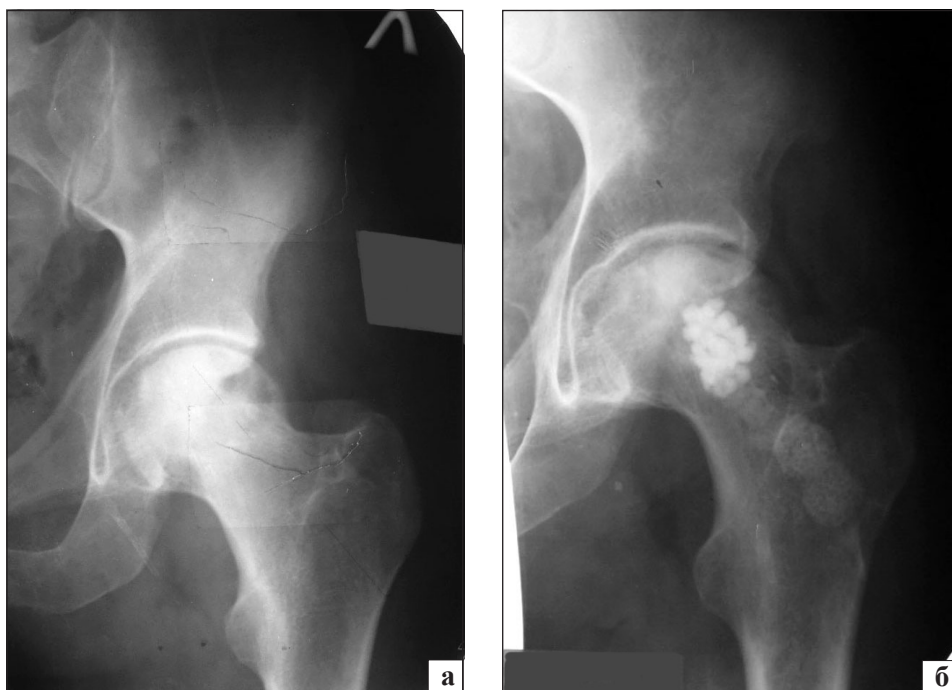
Фотоотпечатки рентгенограмм левого тазобедренного сустава больного Г., 38 л.: а) до операции; б) через 10 лет после операции
